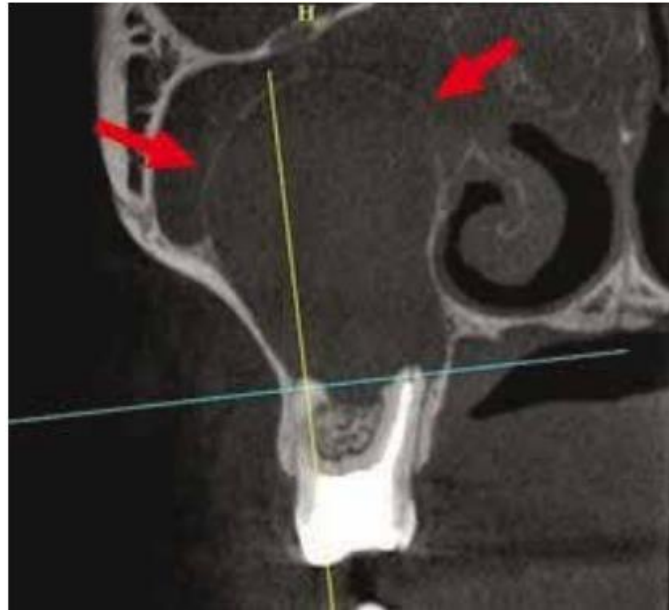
Kyste apical avec expansion intra-sinusienne (flèches) et sinusite maxillaire obstructive (CB-CT) [59]
